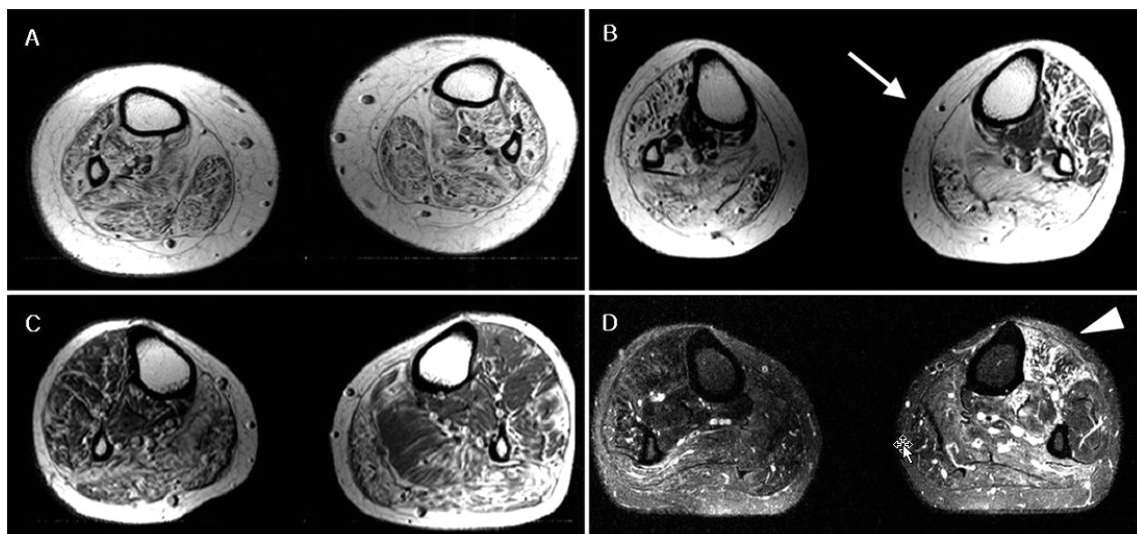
Lower leg MRIs of CMT2 patients with *MFN2* mutations. T1 axial images of case number 1 (A1, early age onset, 12 years of disease duration) shows marked fatty infiltration of anterior, lateral and posterior compartments. T1 axial images of case number 14 (B1, late age onset, 22 years of disease duration) shows marked fatty infiltration of posterior compartment (arrow) and shows less severe fatty infiltration of anterior and lateral compartments (upper calf). Lower leg MRIs also explains the asymmetric motor involvement of lower legs. In case number 16 (C, T-weighted axial image), more severe lower leg muscle weakness of right leg can be explained by more prominent atrophy of right leg and MRI of this patient showed smaller cross-sectional areas of right leg than left one. In case number 18 (D, fat suppressed T2 weighted axial image), more severe weakness of left leg can be explained by more severe fatty infiltration, edematous change and enhancement of anterior compartment on left side (arrowhead).
